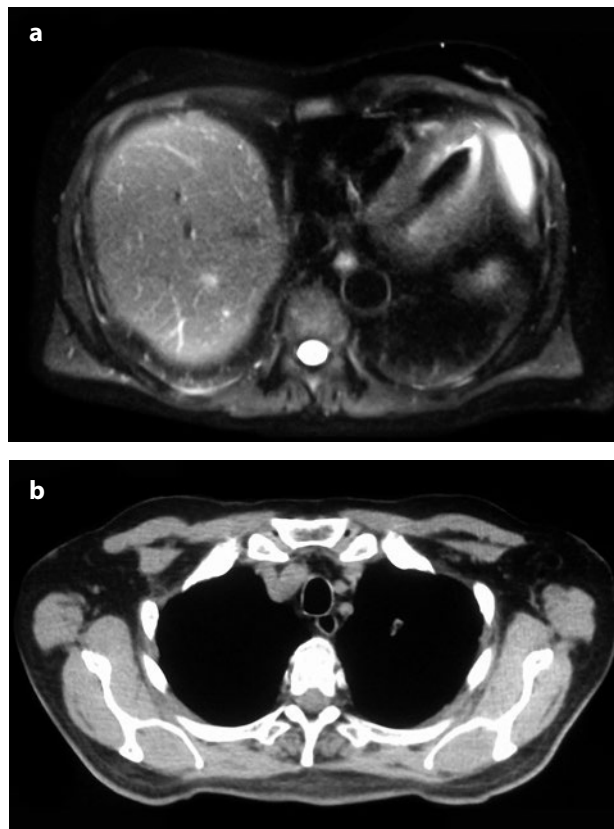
a-b. Immagini di ottobre 2014 alla seconda rivalutazione che documentano l'ulteriore risposta a livello epatico (RMN) e la stazionarietà del quadro polmonare (TC).
